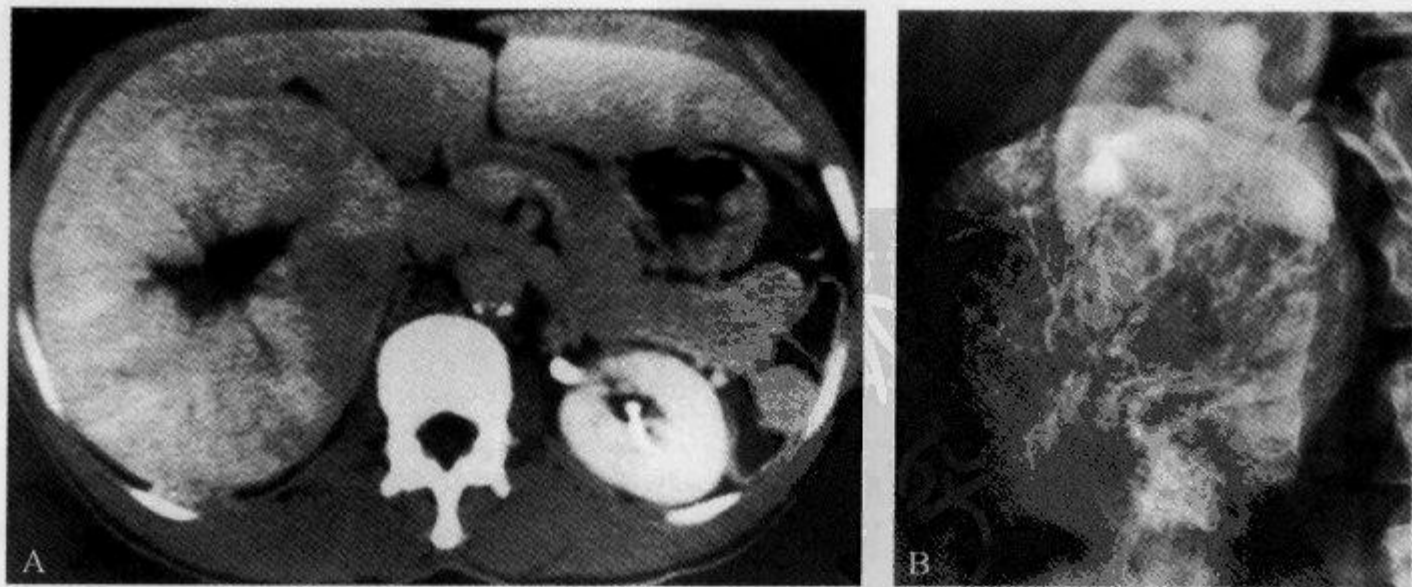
右肾嗜酸性细胞瘤,CT 增强扫描及 DSA 示“辐条车轮征”
